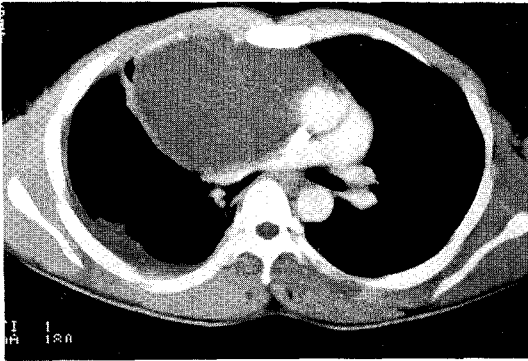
Preoperative Chest CT films show huge extensive necrotic mass at anterior mediastinum and subpulmonary space, extending to diaphragm.
